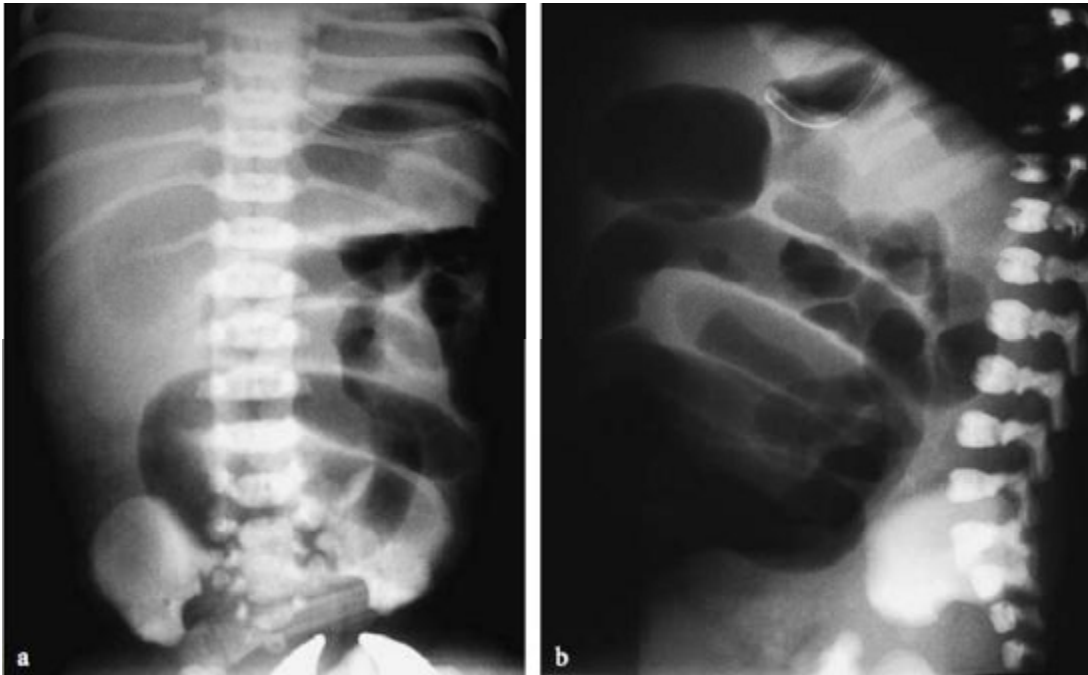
(a.b) : Radiographie de l'abdomen sans préparation de face (a) et de profil (b) montrant une distension intestinale chez un nouveau né présentant un Plug syndrome. [37]
